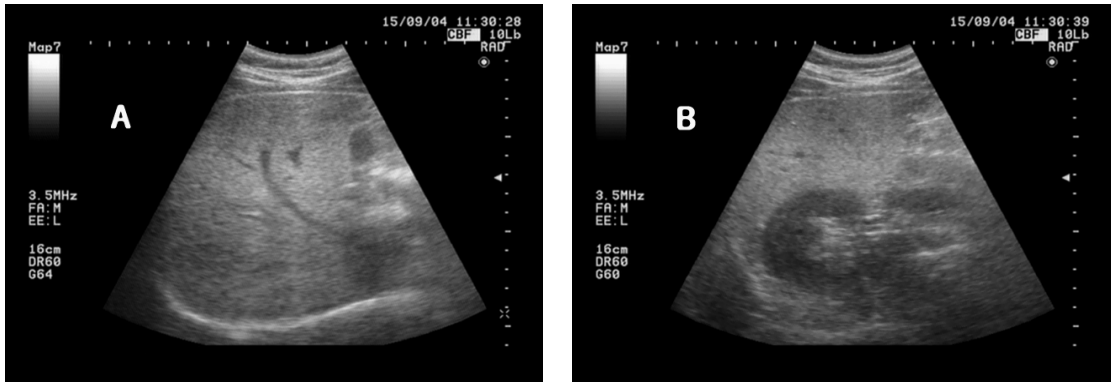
Ultrasonography findings of liver at 2015.9.4.
